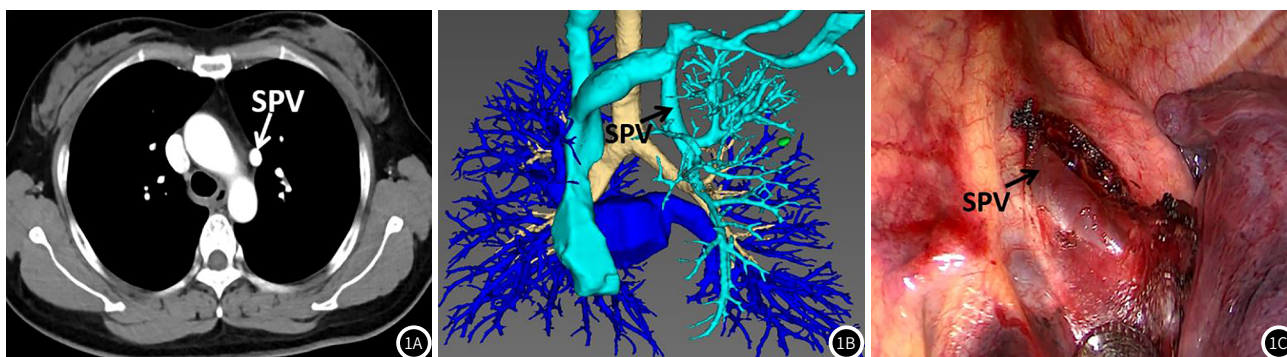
同一患者胸部CT影像(图1A)、3D重建影像(图1B)和术中真实解剖结构(图1C)。胸部CT平片较难发现该患左肺上叶静脉(SPV)变异的情况,但3D重建影像却能很直观显示,这一变异在术中也得到印证。
